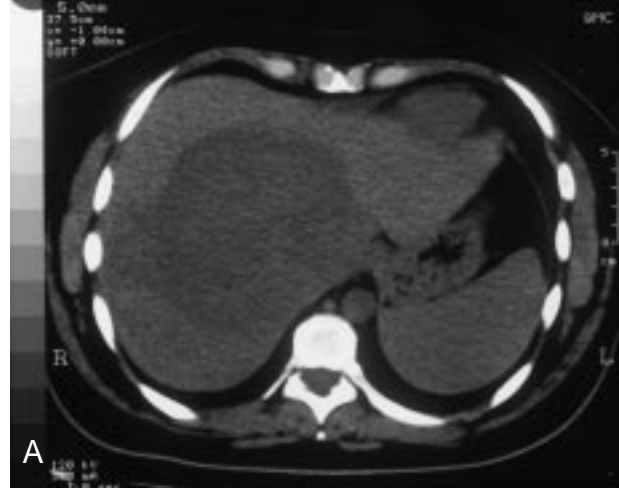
Adenoma hepático. A) El estudio mediante TC sin contraste demuestra una lesión focal heterogénea con áreas de alta atenuación interna compatible con hemorragia intratumoral. B) Estudio multifásico por RM. En la fase arterial la lesión presenta una hipercaptación muy heterogénea y una cápsula periférica hiperintensa prácticamente indistinguible de un HCC. C) En la fase portal la lesión se hace heterogéneamente hipointensa.
